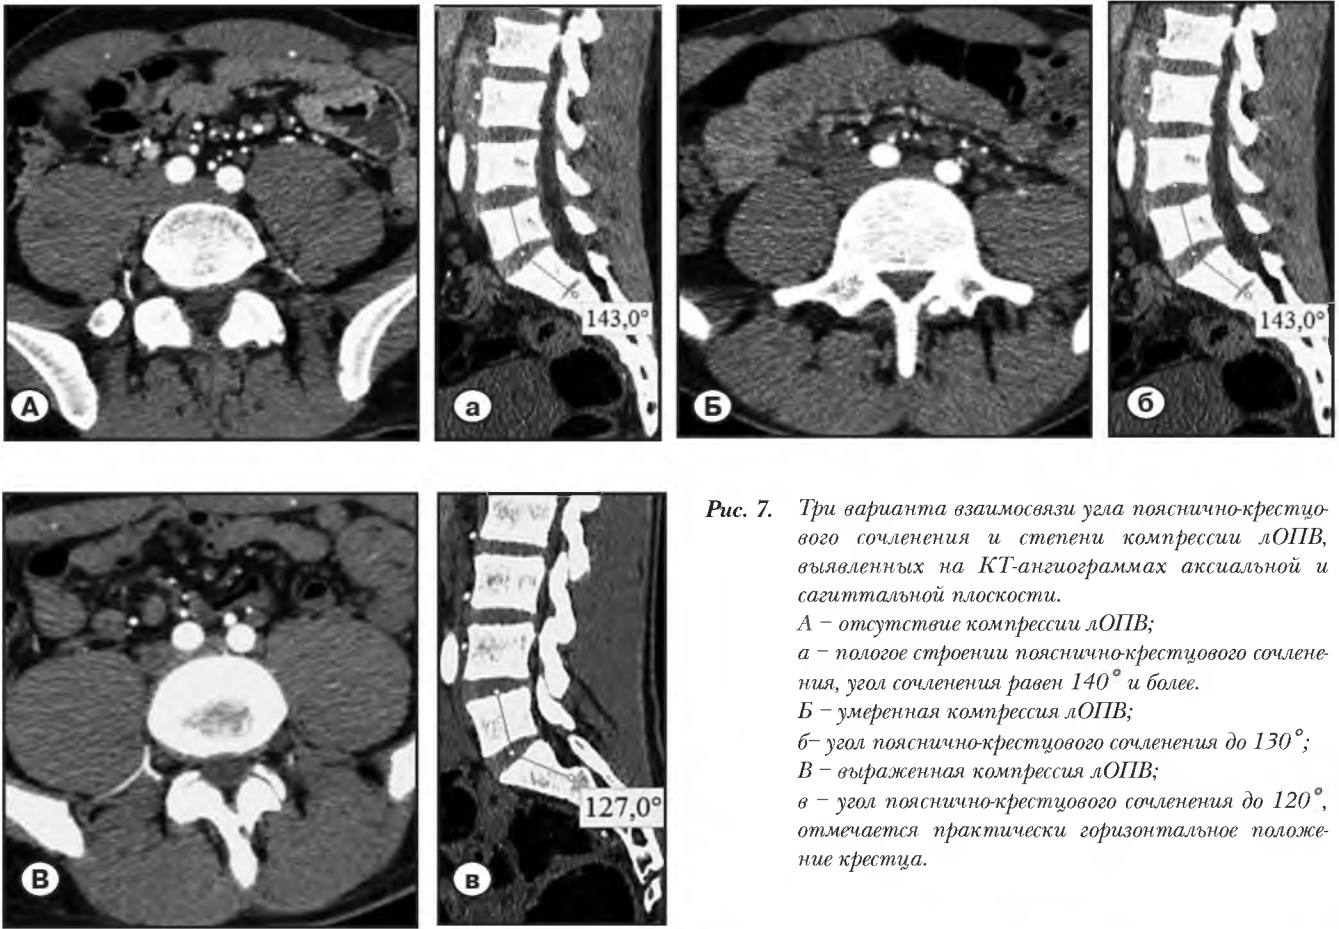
Три варианта взаимосвязи угла пояснично-крестцового сочленения и степени компрессии лОПВ, выявленных на КТ-ангиограммах аксиальной и сагиттальной плоскости.
